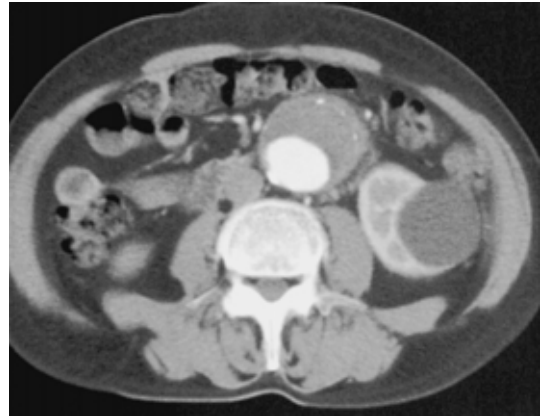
Enhanced computed tomography showing an abdominal aneurysm with parietal thrombosis.
